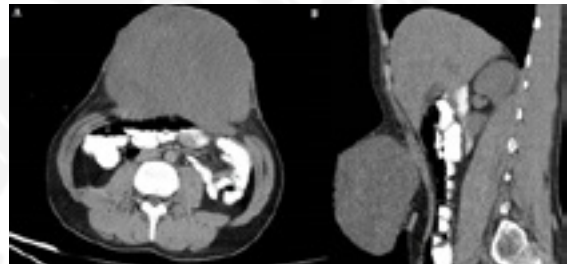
TAC. Corte axial y sagital.
